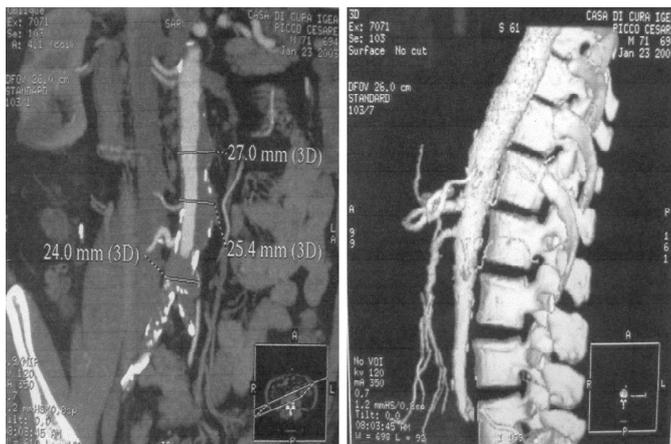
Angio TC di JRA di piccole dimensioni ma con trombosi ascendente al segmento infrarenale.
